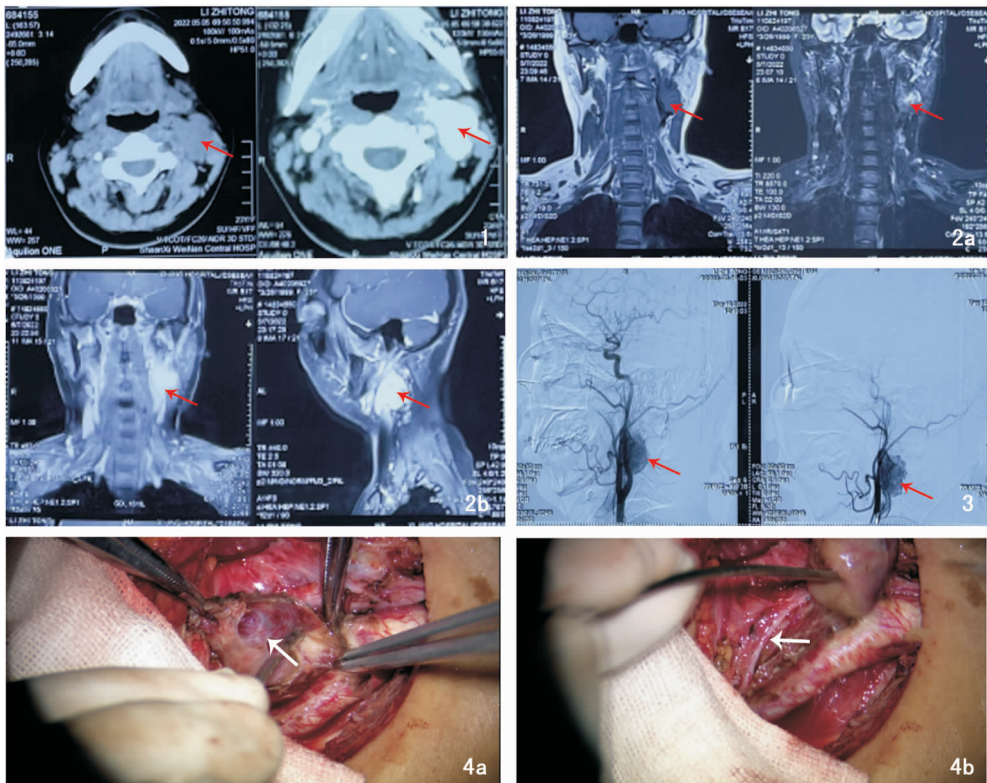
颈部 CT,箭头所指为 CBT 图 2 颈部 MRI,箭头所指为 CBT 2a:平扫; 2b:增强 图 3 DSA 检查,箭头所指为 CBT 图 4 显微镜下去血管化技术切除肿瘤 4a:箭头所指为肿瘤; 4b:箭头所指为迷走神经
